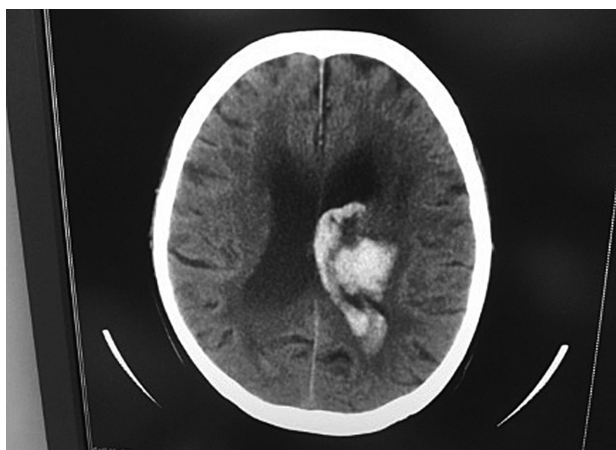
発症当日のCT（左：脳室内穿破伴う放線冠の出血，右：被殻に及ぶ視床出血）
